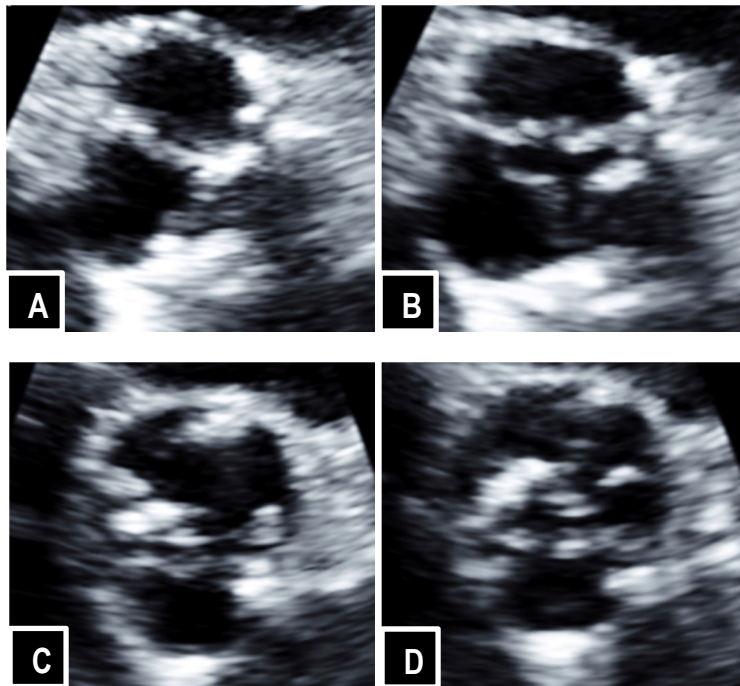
Valves aortiques sténosées en vue parasternale court-axe
